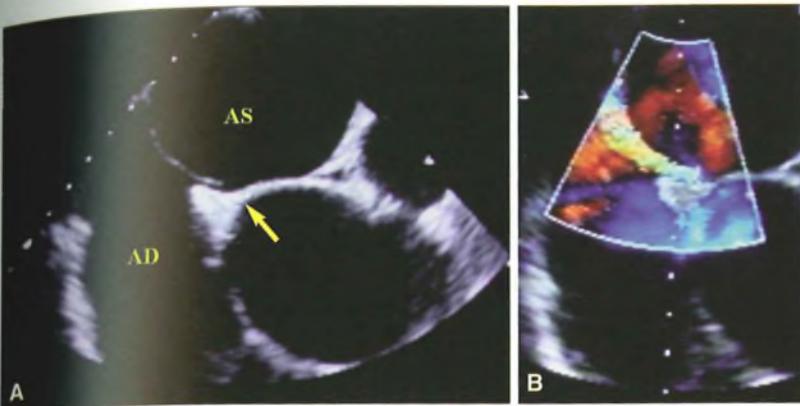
Ecocardiografia transesofagea: immagine di setto interatriale rilevante piccola soluzione di continuità (freccia) compatibile con pervietà del forame ovale (A); al color si evidenzia un piccolo shunt sinistro-destro (B).
